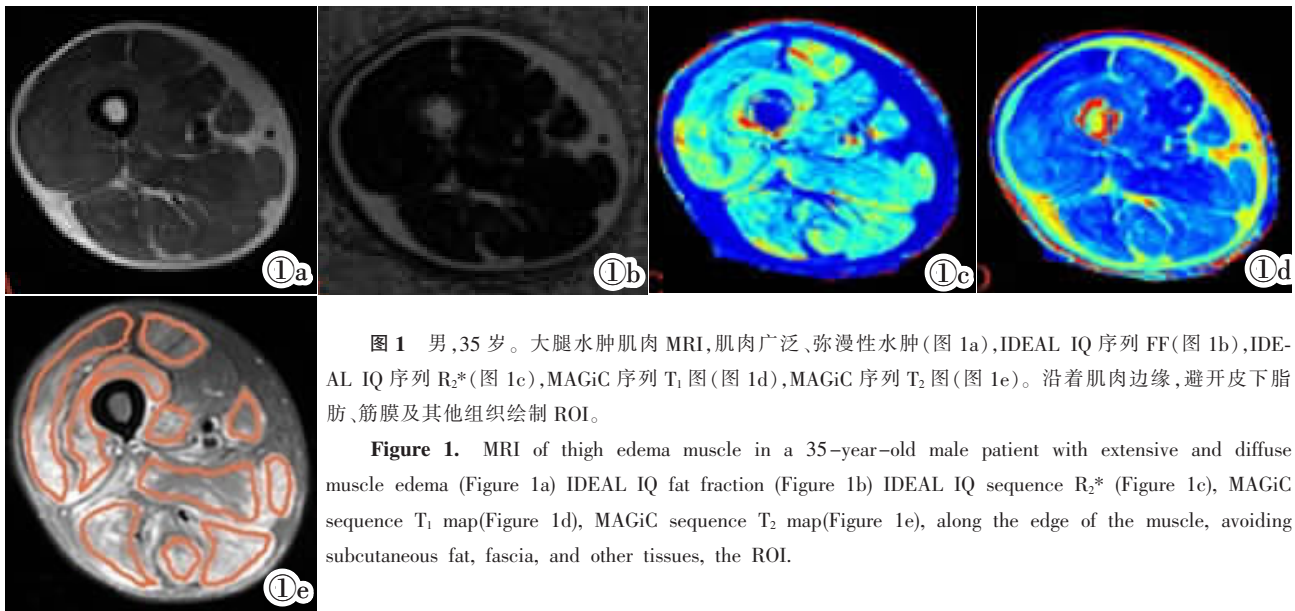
男,35 岁。大腿水肿肌肉 MRI,肌肉广泛、弥漫性水肿(图 1a),IDEAL IQ 序列 FF(图 1b),IDEAL IQ 序列 R₂* (图 1c),MAGiC 序列 T₁ 图(图 1d),MAGiC 序列 T₂ 图(图 1e)。沿着肌肉边缘,避开皮下脂肪、筋膜及其他组织绘制 ROI。
